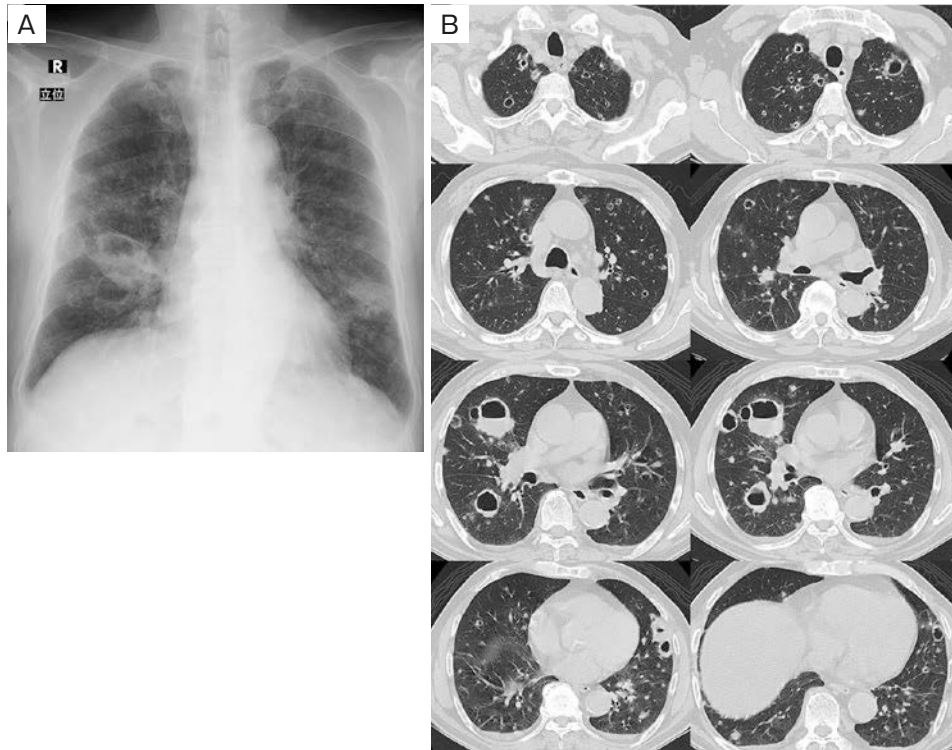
胸部単純X線検査ならびに胸部CT所見。(A) 胸部単純X線検査では両肺野に空洞を伴う多発結節影を認める。(B) 胸部CTでは両側肺に大小さまざまな薄壁空洞を伴う多発の結節影を認める。
